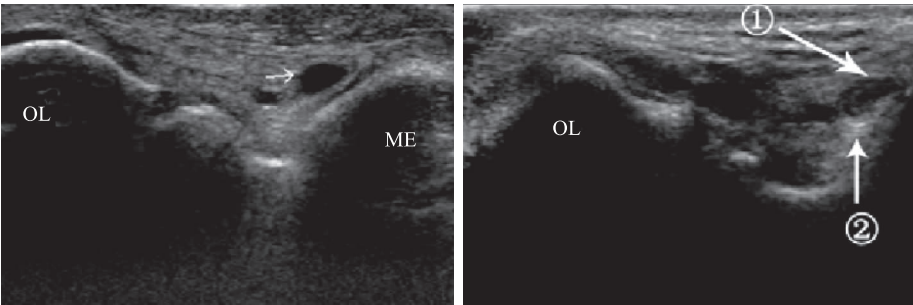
高频超声检查显示肘管综合征中肘管尺神经横切面(左)和纵切面(右) ①为尺神经; ②为骨质增生; OL 为尺骨鹰嘴; ME 为内上髁; →为尺神经
